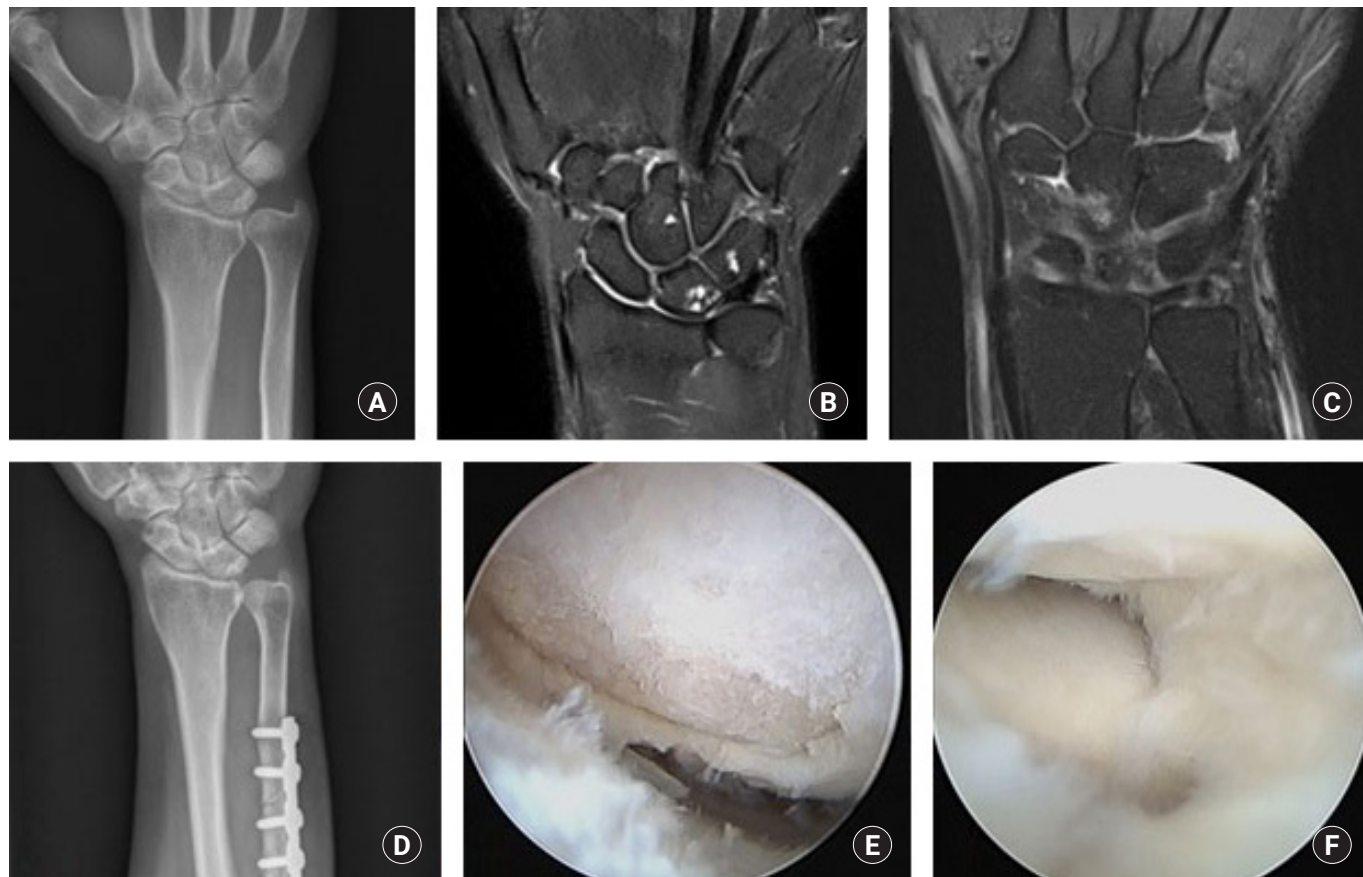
A 60-year-old female patient complained of right wrist ulnar side pain. (A) Preoperative radiograph shows positive ulnar variance (3.72 mm). (B, C) Magnetic resonance imaging shows subchondral cysts in the lunate and triquetrum and tear of the triangular fibrocartilage (TFC). (D) Postoperative radiograph shows corrected ulnar variance (0.00 mm). (E) Arthroscopic view from the 3-4 portal showing severe defect of the articular cartilage of the lunate. (F) Arthroscopic image showing a perforation of the TFC.
